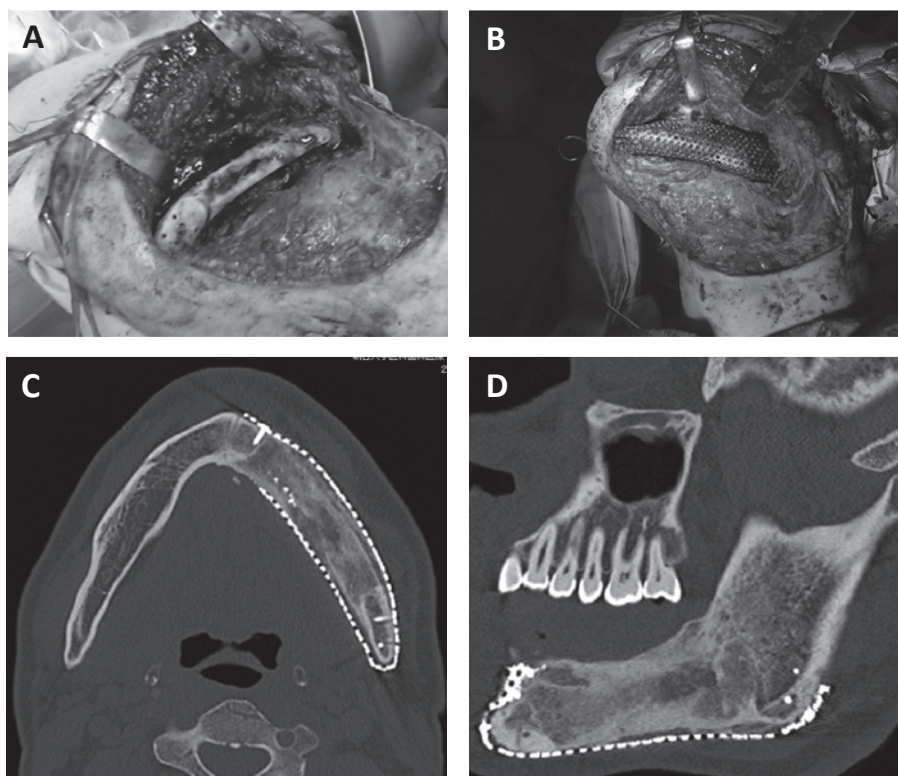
A)2017年11月再手術時の写真と再手術6か月後のCT画像. 感染による骨欠損部以外のPCBMは新生骨に置換し、骨の連続性がみられる. B) PCBMの再充填と新製したチタンメッシュトレーの装着. C, D) CT画像上では良好な骨形成を認めた.
